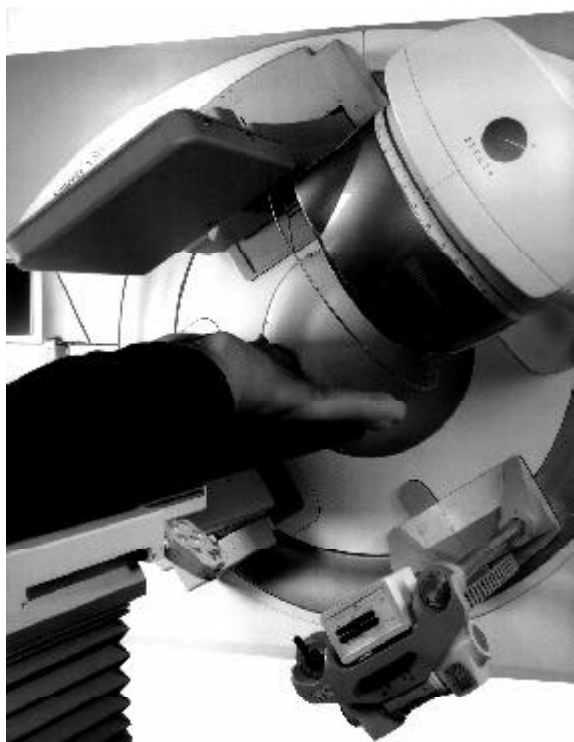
Киловольтный рентгеновский источник и детектор большой площади в виде плоской панели, интегрированные в линейный ускоритель электронов производства фирмы «ELECTA».
